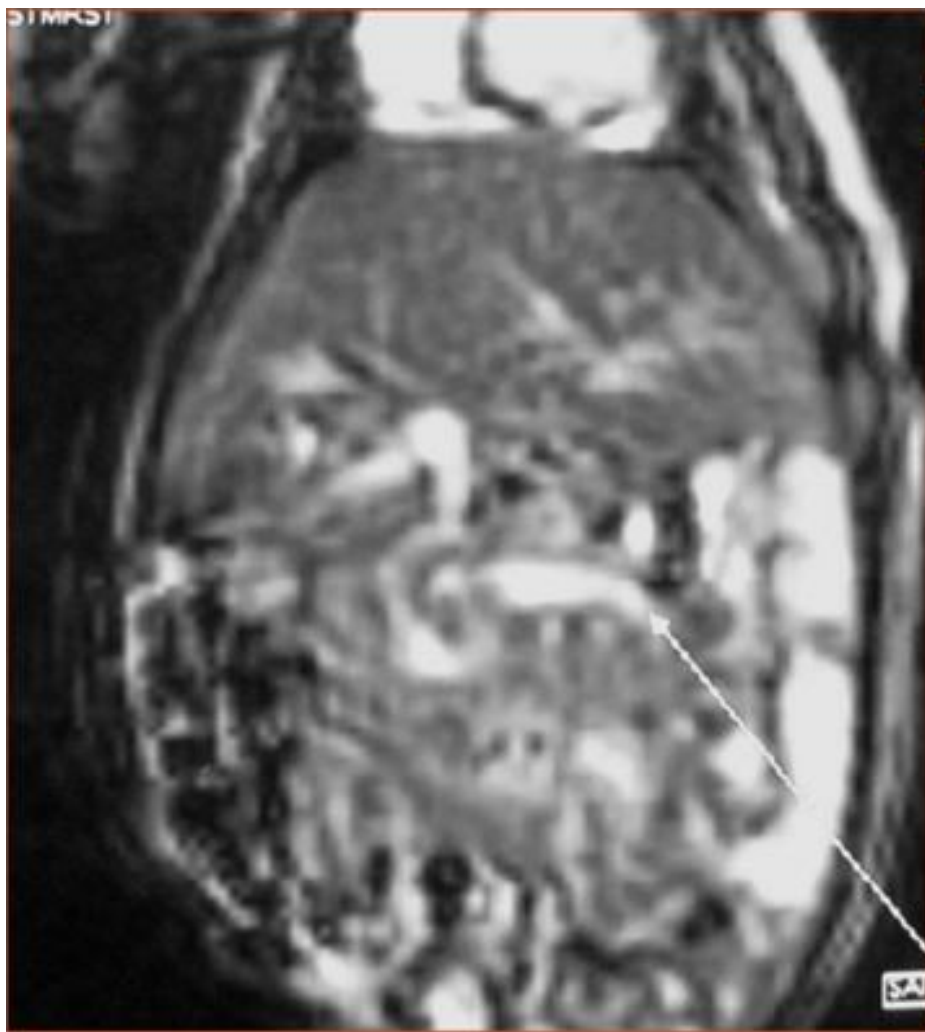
TDM postnatal chez JC omphalopages avec deux vésicules biliaires distinctes [103].
